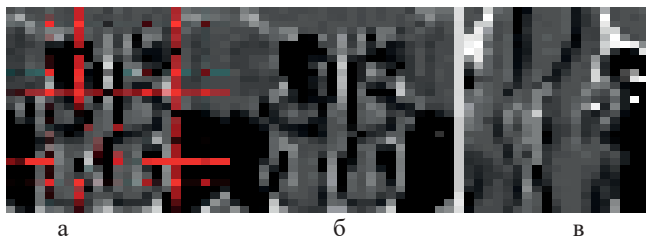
Ілюстрація виконання двовимірного варпінга по заданим у вигляді сітки початковим опорним точкам: а - вихідне зображення; б – результат варпінга; в – результат варпінга на аксіальному СКТ-зрізі (позначення вихідного S_n і змодельованого S_M положень носової перегородки)
